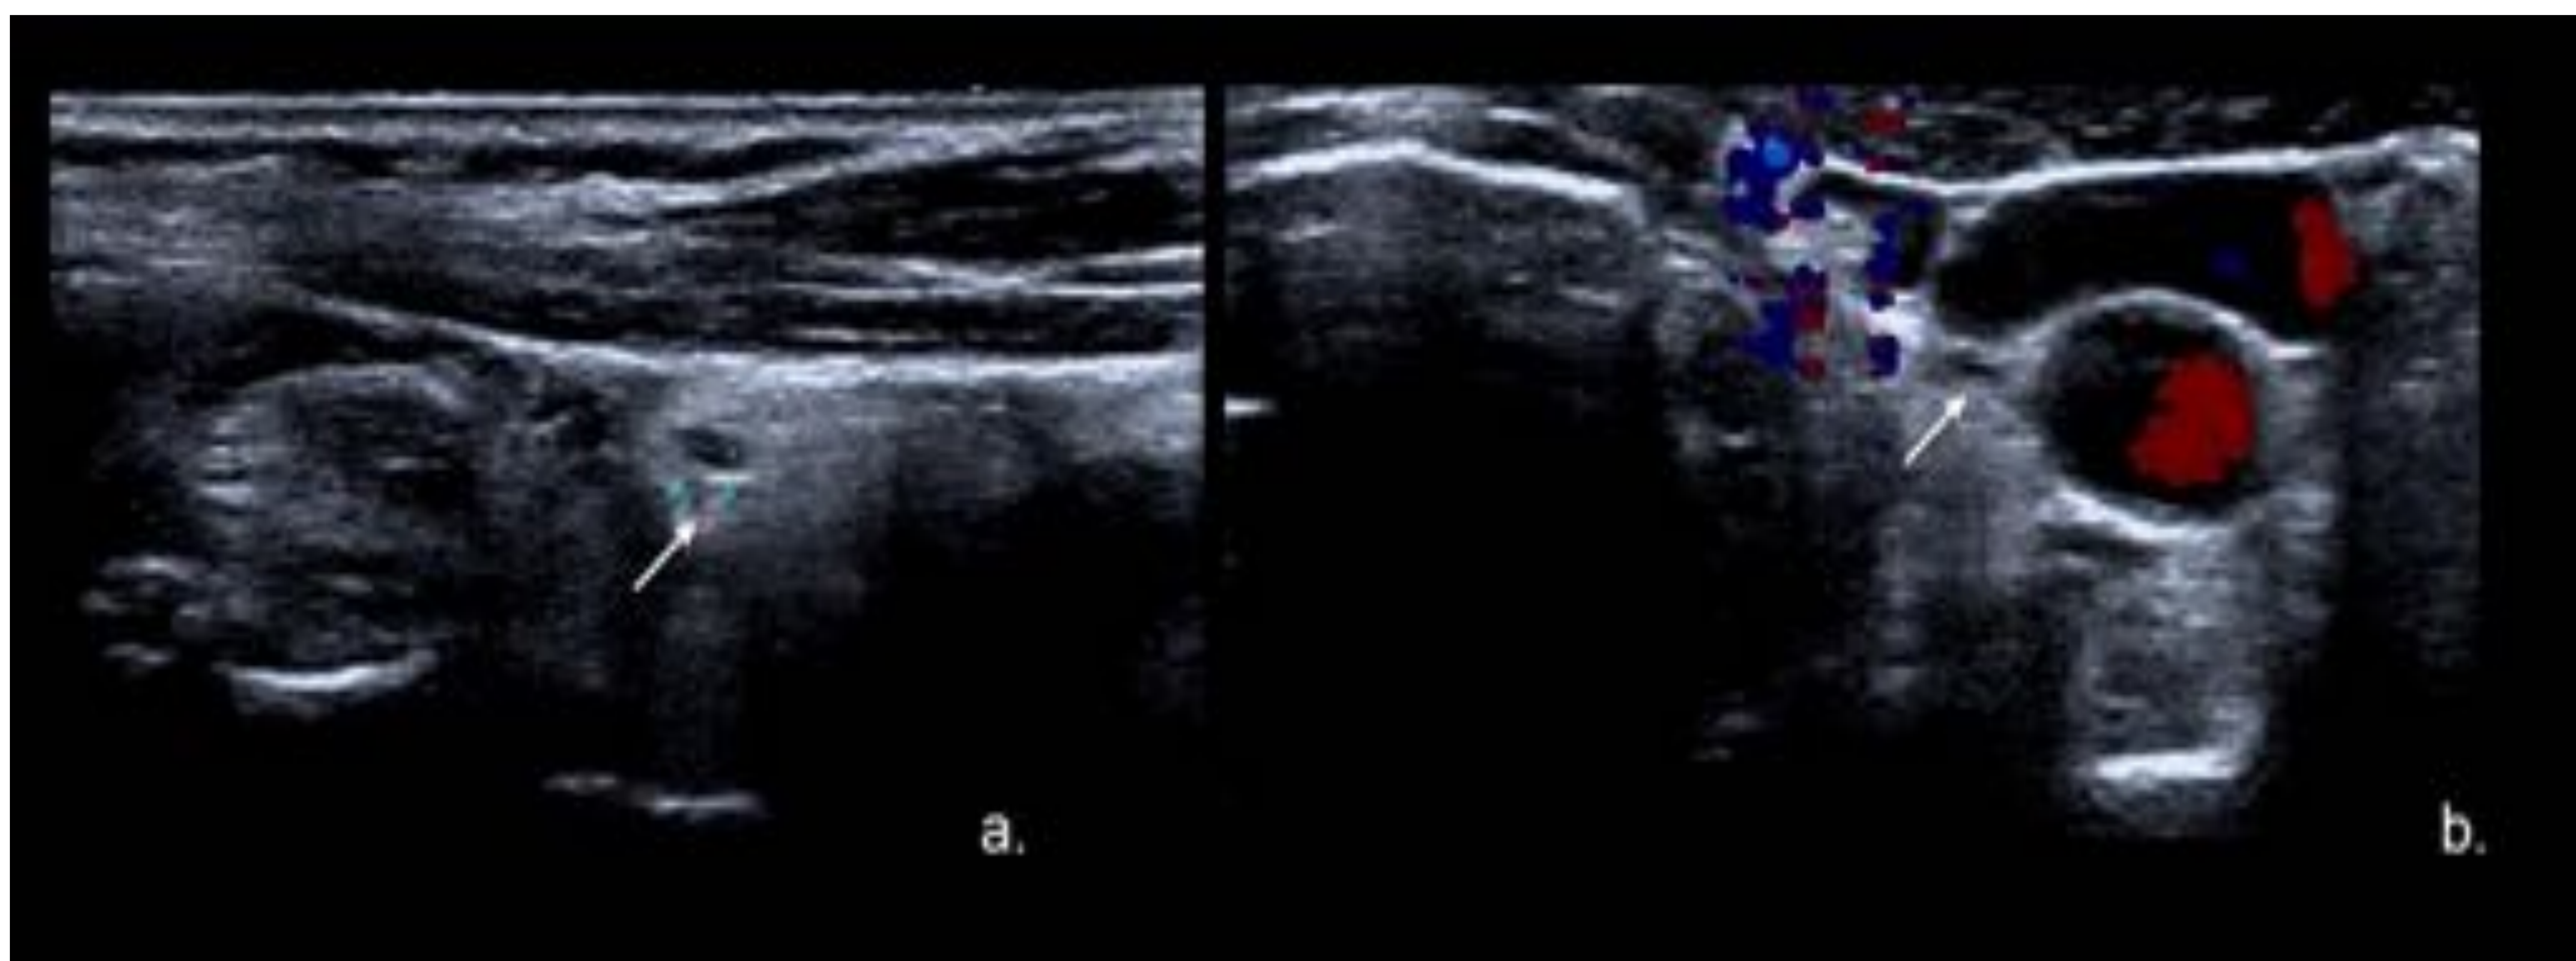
Estructuras muy pequeñas. Sagitario (a.) y transversal (b.) Ecografía del cuello (a.) muestran una estructura hipoeecólica de tejido blando (<5mm) en el lecho de resección tiroidea con ausencia de otras características sospechosas. Referencia: Hospital Universitario Severo Ochoa. Leganés - España.
